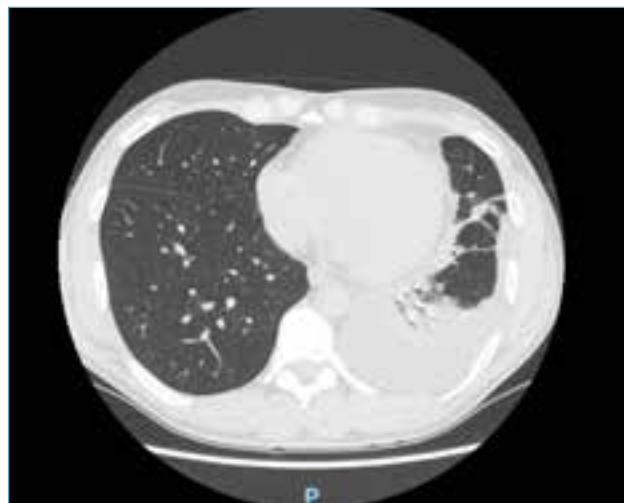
TC del torace: versamento pleurico sinistro con atelettasia LIS.
